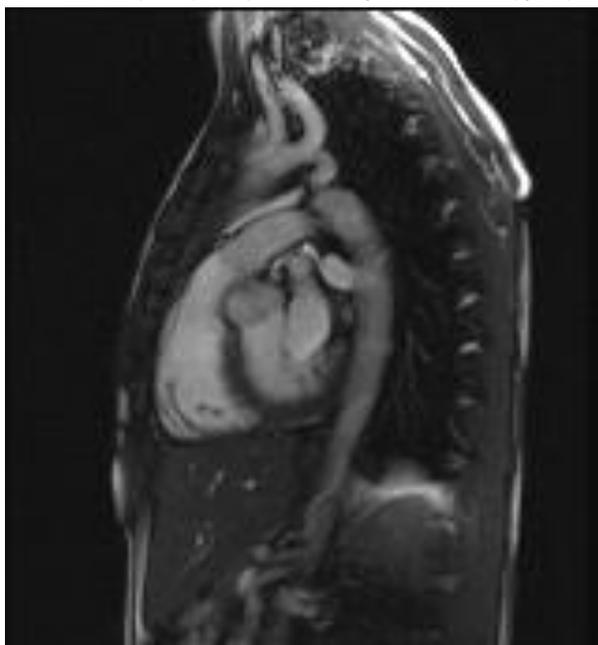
Коарктация аорты, магнитно-резонансная томография
